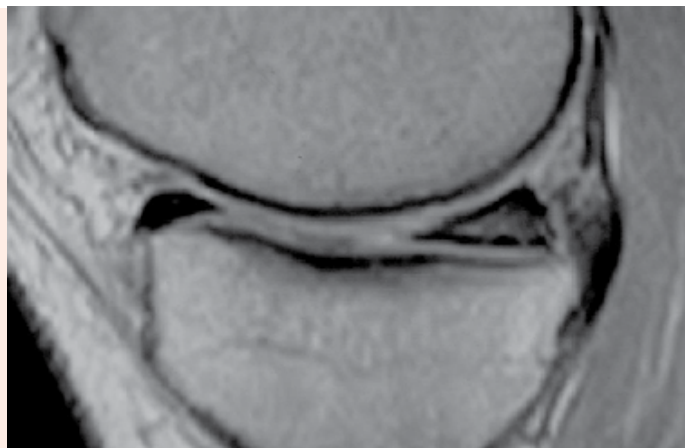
Imagem de ressonância magnética do joelho. A. Menisco normal; B. Corte sagital com imagem de hipersinal em T1, correspondendo a rotura meniscal.
